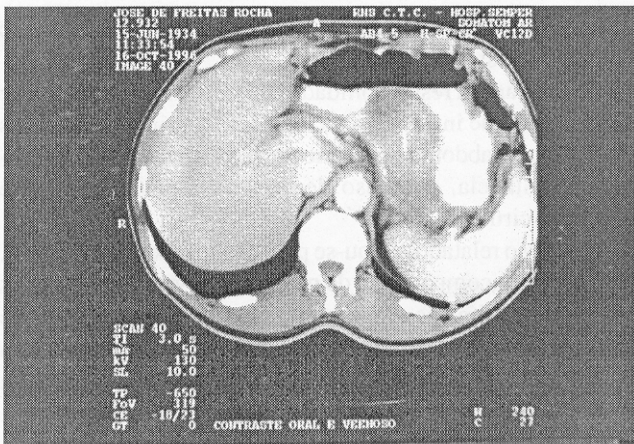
Propedêutica por imagem (TC de abdome), demonstrando presença do tumor em topografia de corpo e cauda da glândula. Observa-se presença de alteração compatível com o corpo estranho no centro da lesão
